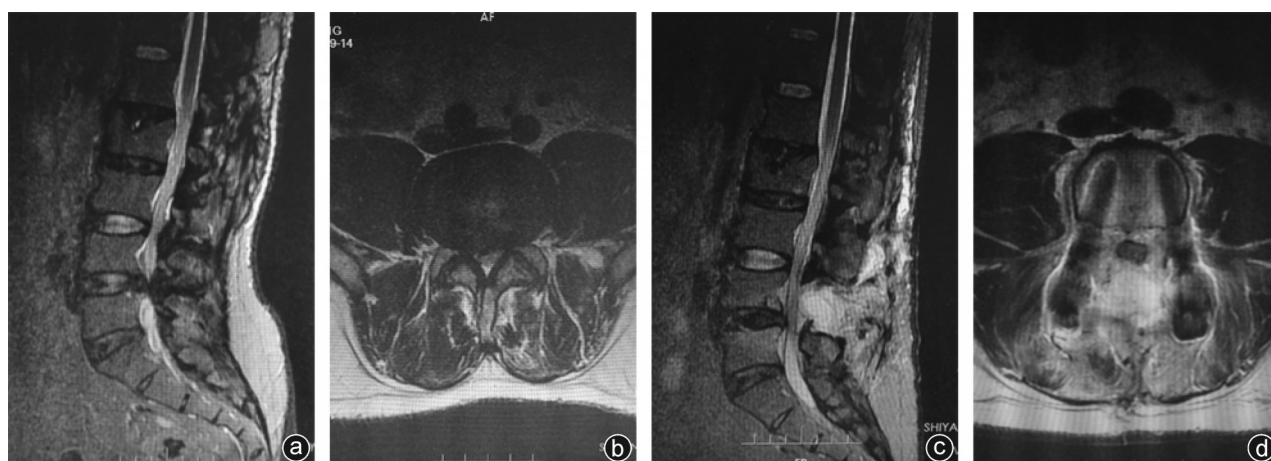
病人,男,55岁,因腰椎间盘突出症行腰椎后路减压L_{4/5}椎间融合术,术后第5天出现发热,伤口渗液,复查MRI示手术部位局部脓肿形成,组织水肿明显,主诉腰痛,行清创缝合+抗生素治疗2周后症状好转,伤口愈合。术中病灶细菌培养结果为大肠埃希菌 a、b:术前MRI确诊为腰椎间盘突出症;c、d: MRI T2序列矢状位、轴位示手术部位局部水肿高信号,脓肿形成
